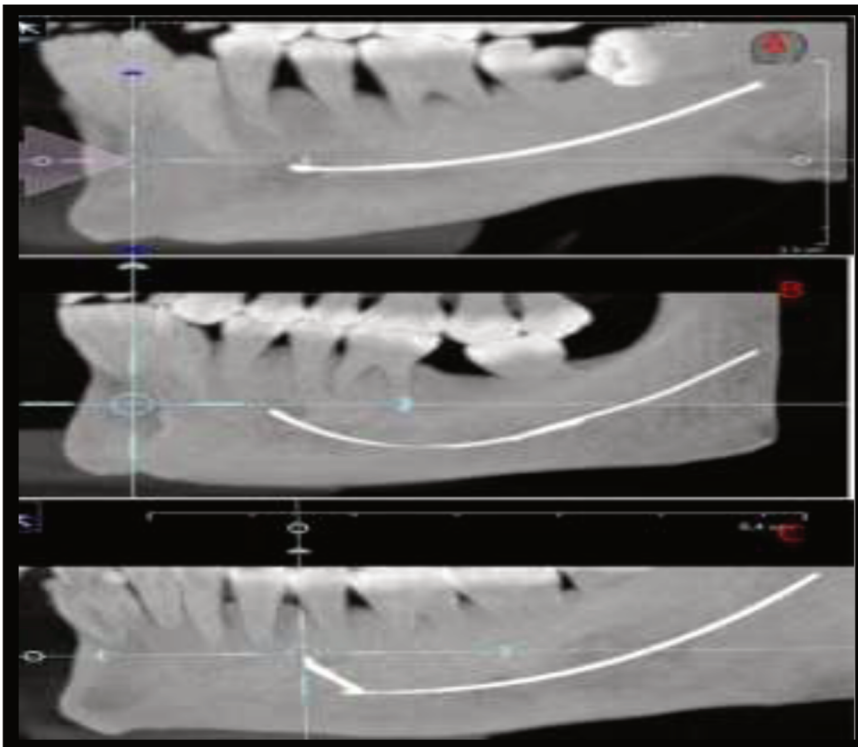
Ortopantomografia com visualização do canal mandibular direito.
